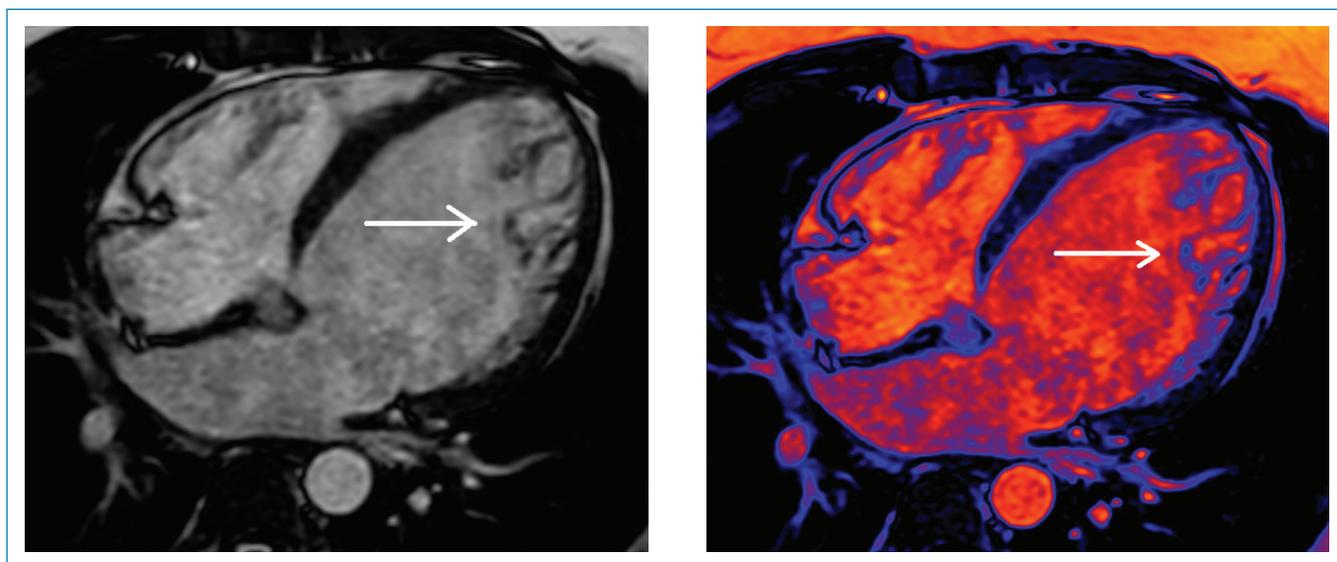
Ressonância magnética do coração de paciente com não compactação do ventrículo esquerdo. Aumento das trabeculações no segmento médio-apical do ventrículo esquerdo (seta). A imagem colorida realça a passagem do sangue nos espaços entre as trabéculas.
